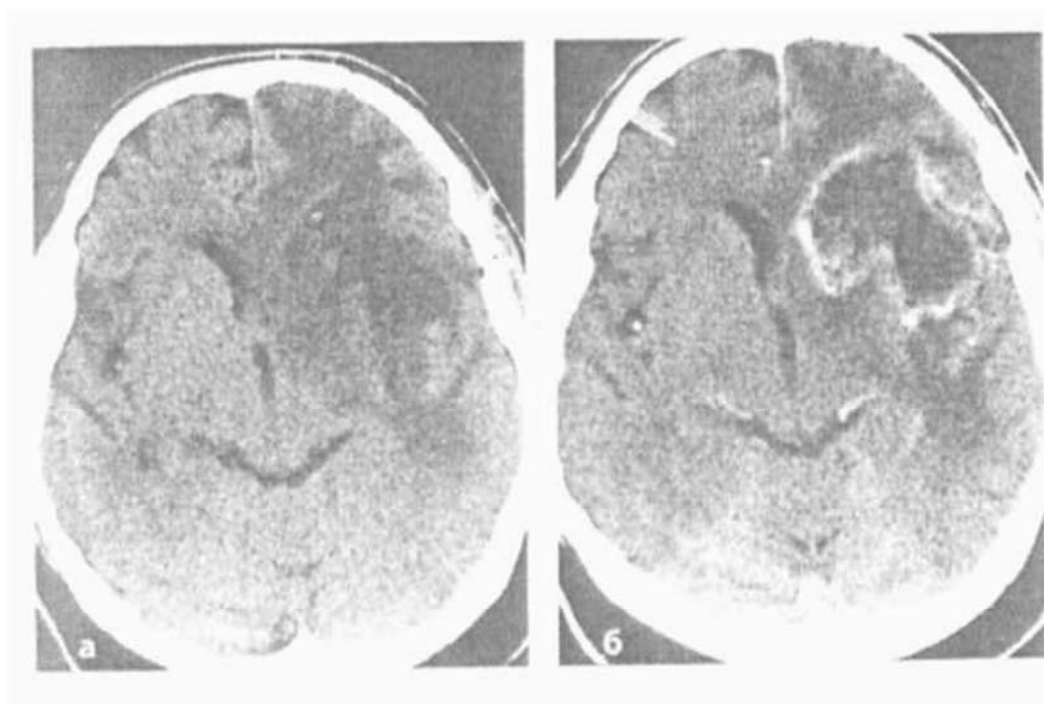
КТ. Гліома 4 ступеня (мультиформна гліобластома) (а, б). Гіподенсивний утвір з об'ємною дією, перифокальним набряком і центральним некрозом на нативних КТ-зрізах (а). Характерне гірляно-подібне накопичення контрастної речовини (б).
